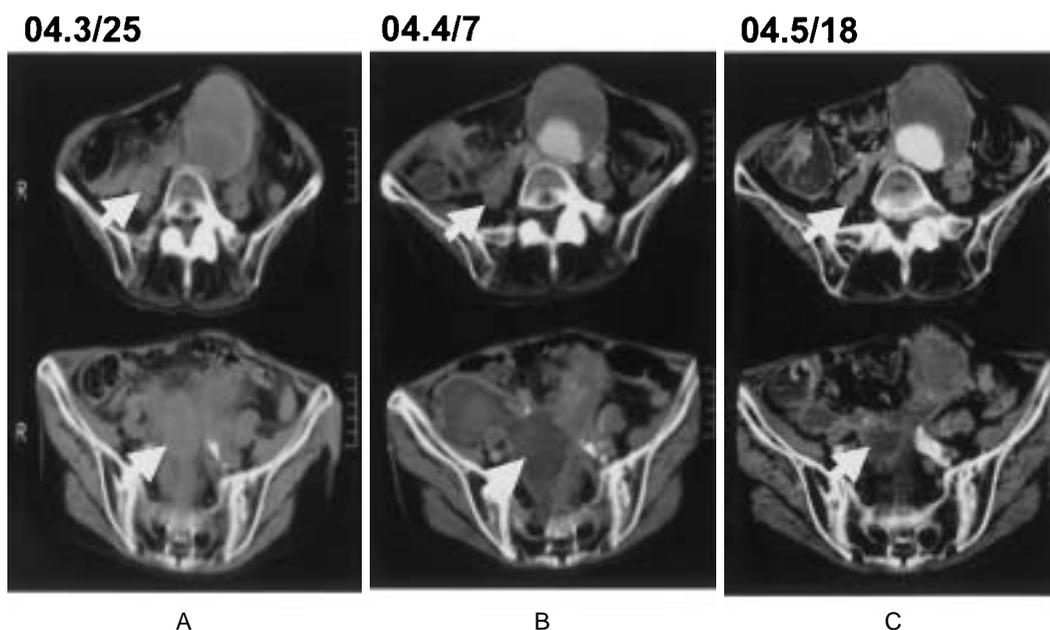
Computed tomography scans
